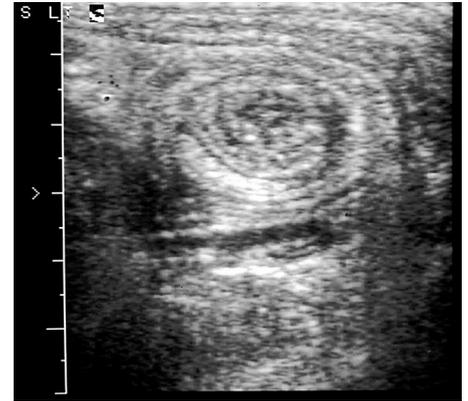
Sonografisches Kokardenphänomen bei Invagination [R305]
